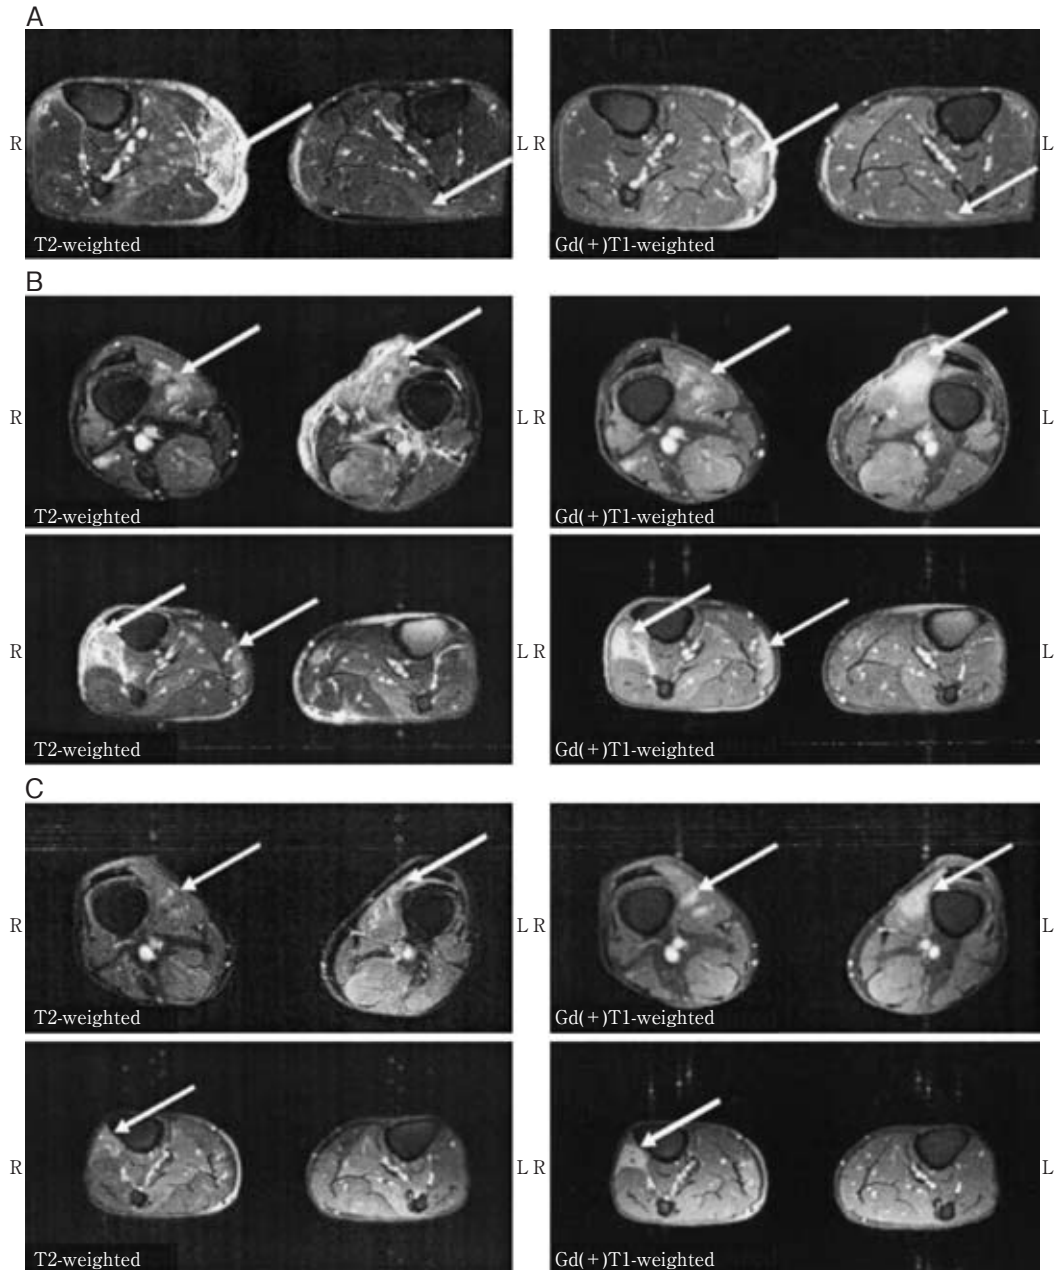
Muscle MRI of the lower limbs.
